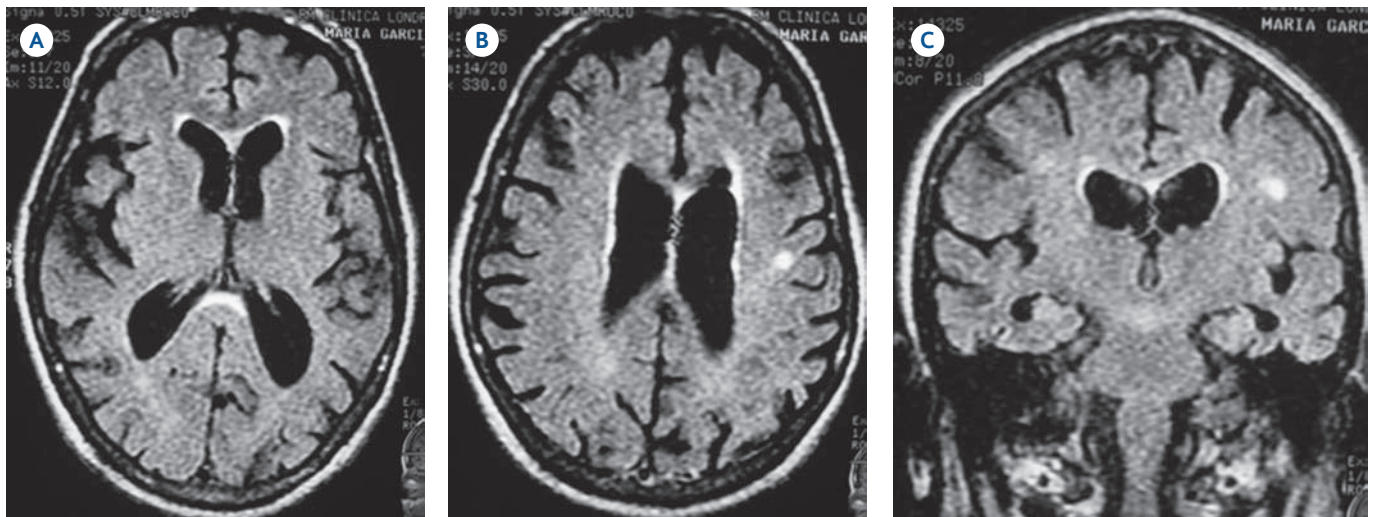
Enfermedad de Alzheimer. Mismo caso de la imagen 3. RM axial simple A) T2, B) FLAIR y C) coronal FLAIR. Se corroboran los cambios moderados de atrofia cerebral y algunas áreas hiperintensas en la sustancia cerebral, causadas por microangiopatías crónicas.
